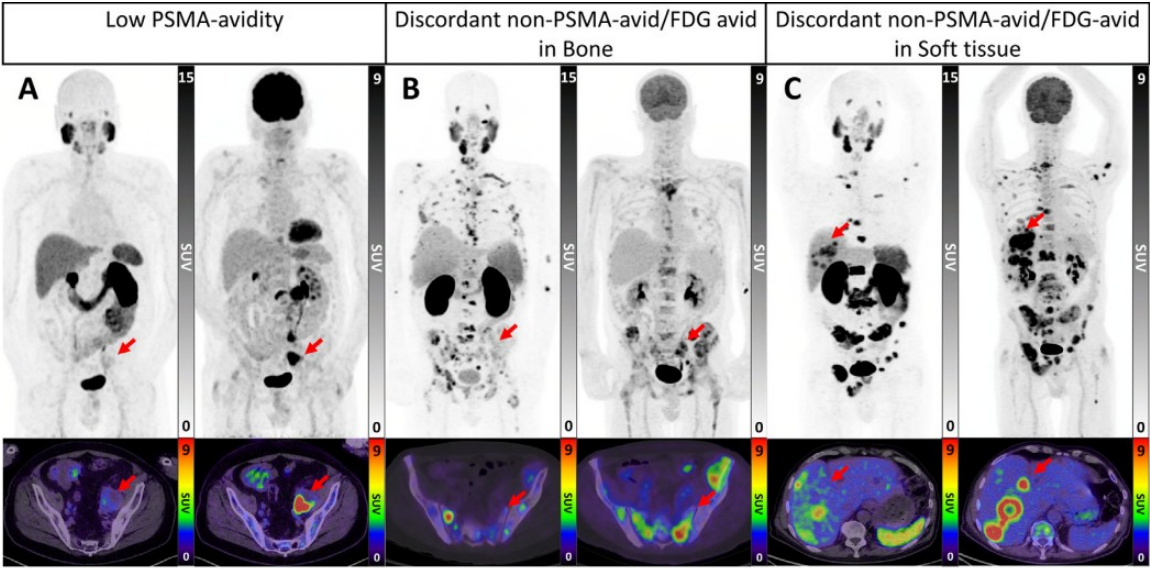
Representative patients with PSMA and FDG PET/CT phenotypes not suitable for Lu-PSMA therapy. Low PSMA-avidity and high FDG-avidity (A) correspond on PET/CT imaging to a large left pelvic lymph node. Discordant non-PSMA-avid/FDG-avid in bone (B) showing heterogeneous PSMA-avidity in osseous metastases with areas of intense FDG uptake and spatially discordant non/low-PSMA uptake. Discordant non-PSMA-avid/FDG-avid in soft tissue (C) with high PSMA-avidity in several osseous and hepatic lesions and with additional hepatic lesions demonstrating intense FDG uptake but no significant PSMA avidity.
